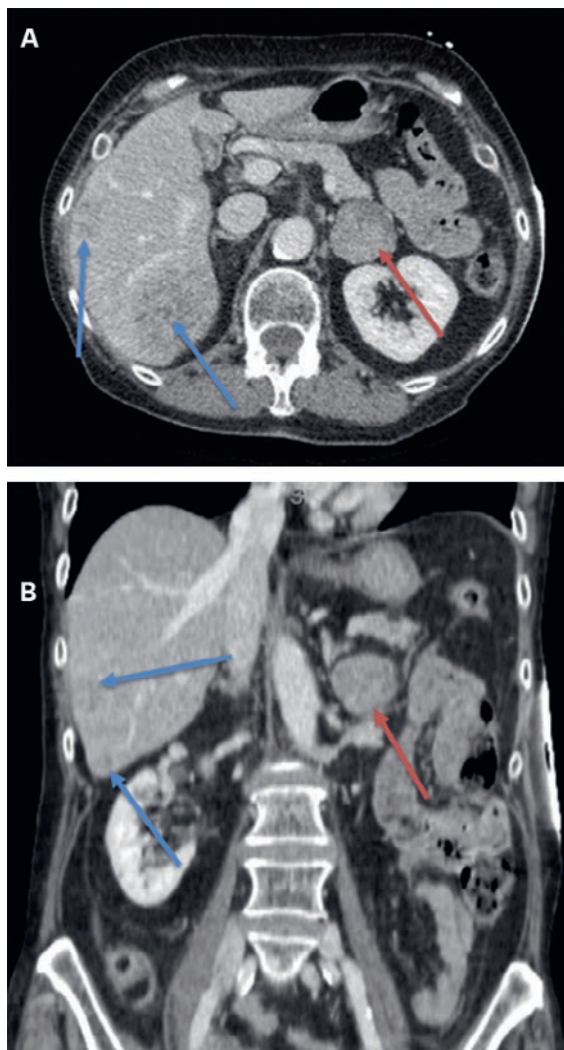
Die roten Pfeile auf den CT-Scans A und B zeigen die heterogene Raumforderung der linken Nebenniere mit einer spontanen Dichte von 22 HU und einer Grösse von 3,4 × 3,7 cm. Die blauen Pfeile kennzeichnen die Lebermetastasen.
